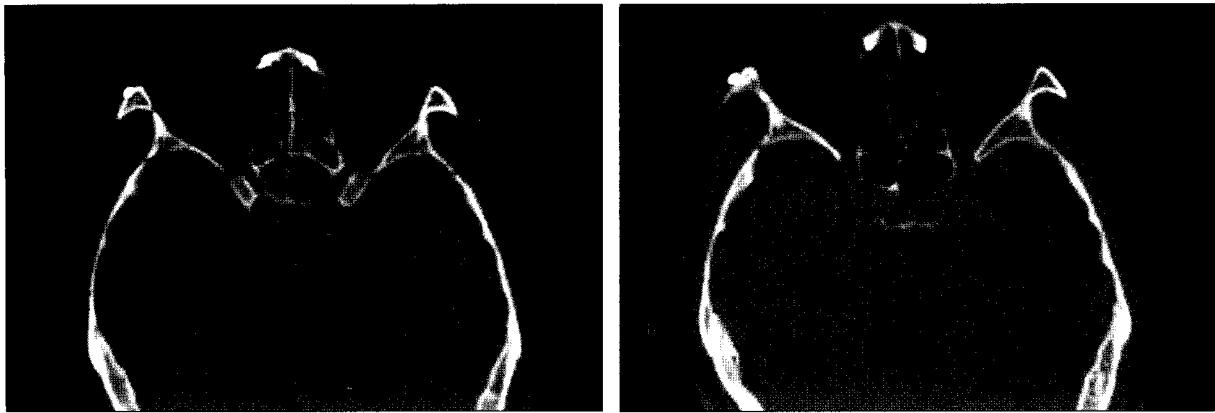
(Left) Preoperative CT, axial view shows a unhomogenously contrast-enhancing, lobulated 3.2 × 3.4 cm sized tumor in the lateral intraconal area of the tight orbit with exophthalmos and thinning and compression effect on right optic nerve. (Right) Postoperative 6 months CT, axial view.
